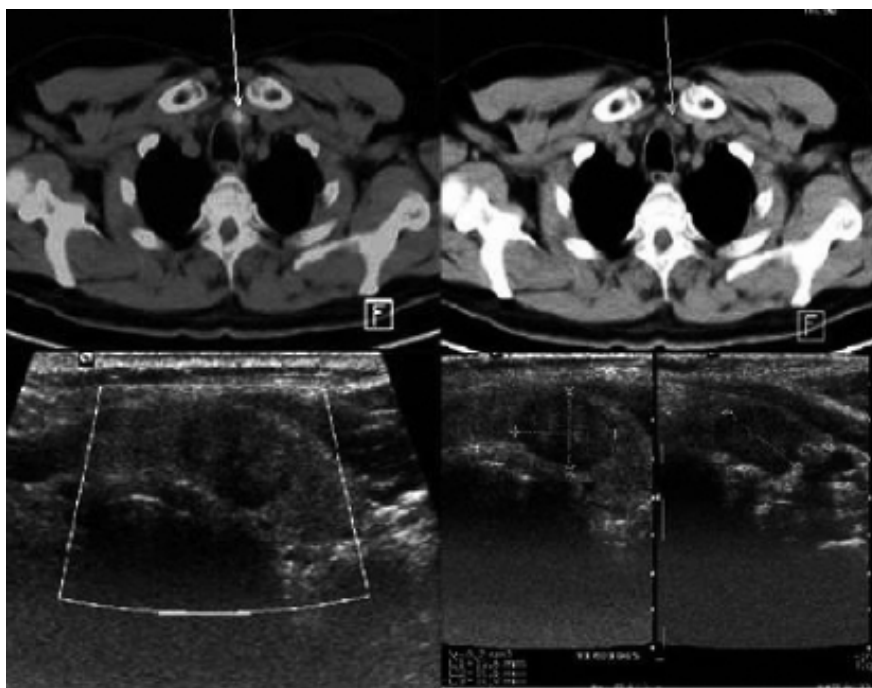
US de cuello con ganglios, hipoeoicos, redondeados, con aumento de la vascularidad en el modo Doppler color, cortes axiales de fusión PET-CT. La flecha muestra ganglio con aumento en la captación en región ganglionar VB, se observan ganglios a otros niveles cervicales.
